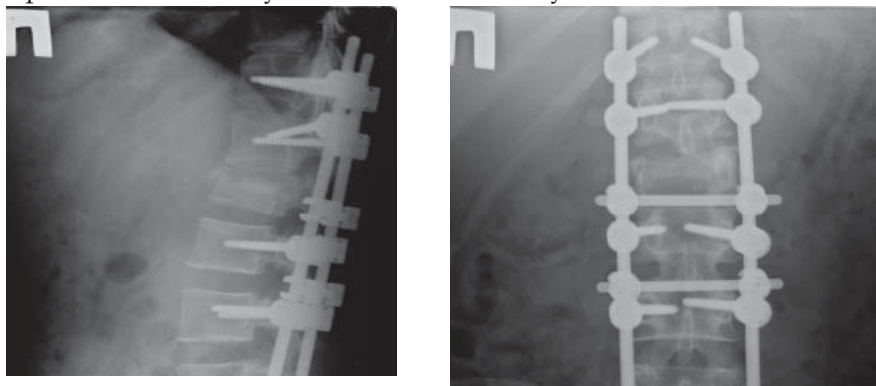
Рентгенограммы груднопоясничного отд. п-ка в 2-х проекциях больной С. от 01.03.18г. – компрессионно-оскольчатый перелом тела L2 позвонка
